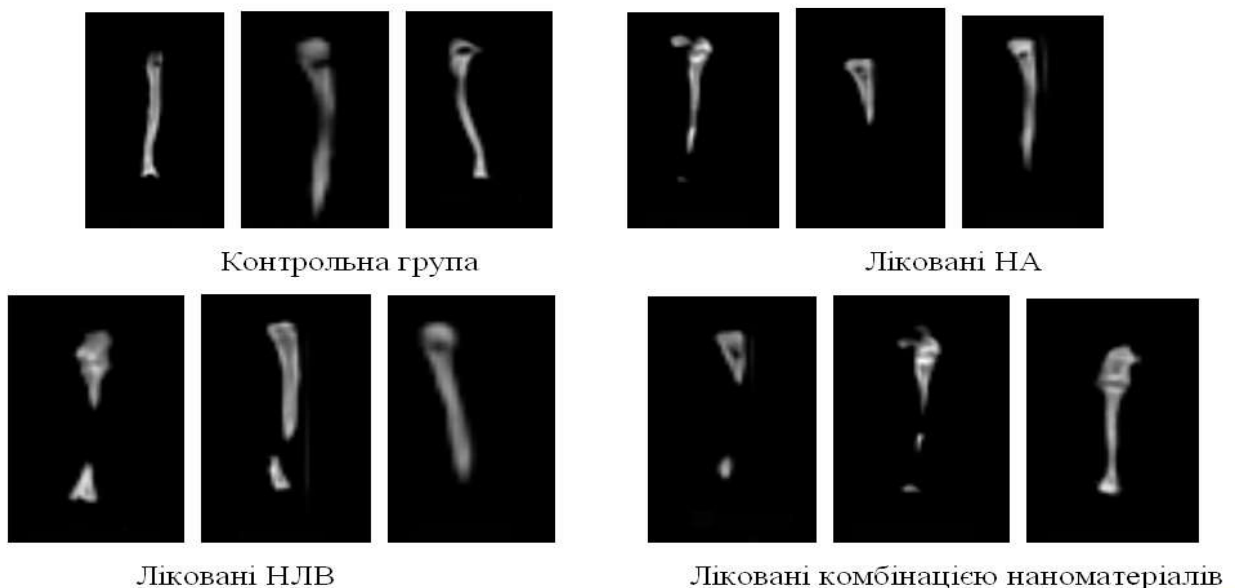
Комп'ютерна томографія в/гомілкових кісток у тварин контрольної групи, лікованих наноаквахелатами, наночастинками ловастатину і сумішшю наноматеріалів на 28-ту добу експерименту
